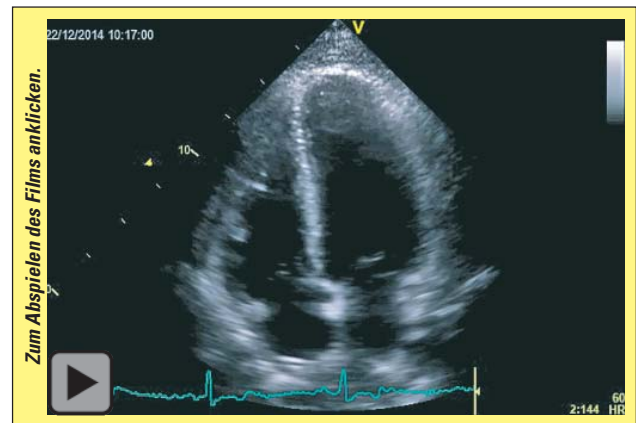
Verlaufsechokardiographie, normale Linksventrikelfunktion.
